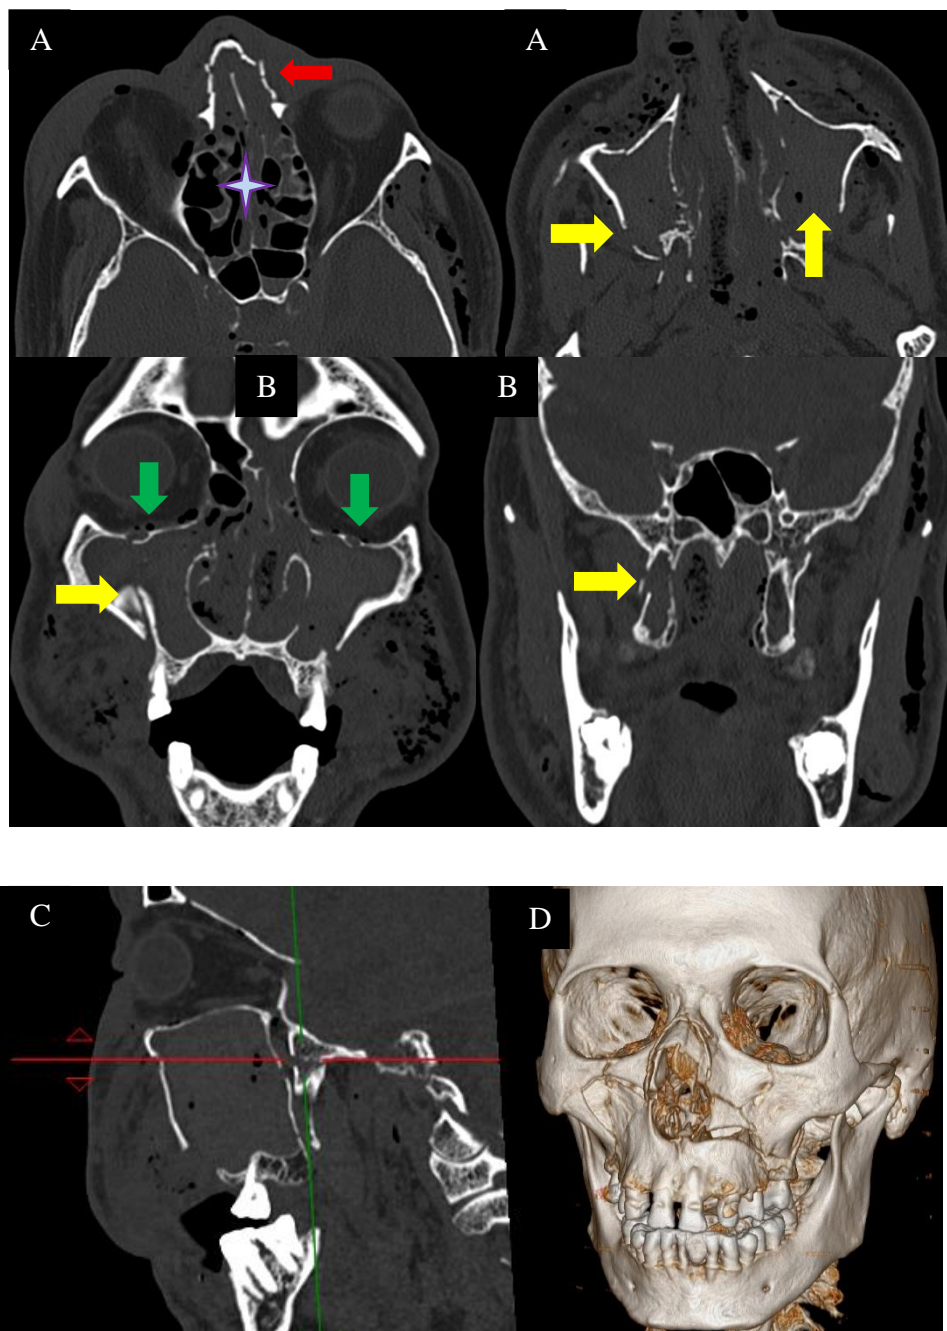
TC de macizo facial sin contraste intravenoso, con imágenes en ventana ósea. Se aprecian fracturas faciales múltiples, en relación con fractura LeFort II bilateral y de complejos NOE. Las imágenes A y B corresponden a cortes axiales y reconstrucciones coronales, donde se visualizan: fracturas de ambas órbitas incluyendo pared medial, lateral, techo y suelo orbitarios (flechas verdes), fractura múltiple del hueso nasal (con septo fracturado y desviado a la derecha) (flecha roja), fractura bilateral de huesos maxilares con desplazamiento de paredes laterales, mediales y paladar duro, con hemoseno bilateral (flechas amarillas), fractura de esfenoides y etmoides incluyendo lámina cribosa y celdillas etmoidales (estrella) . C. La reconstrucción sagital muestra también fractura de apófisis pterigoides. D. Reconstrucción 3D prequirúrgica, donde se observan todos los trazos de fractura descritos anteriormente.
